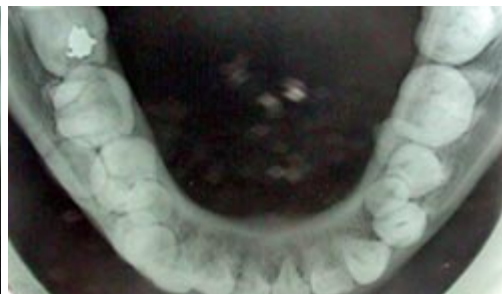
Radiografía oclusal inferior
